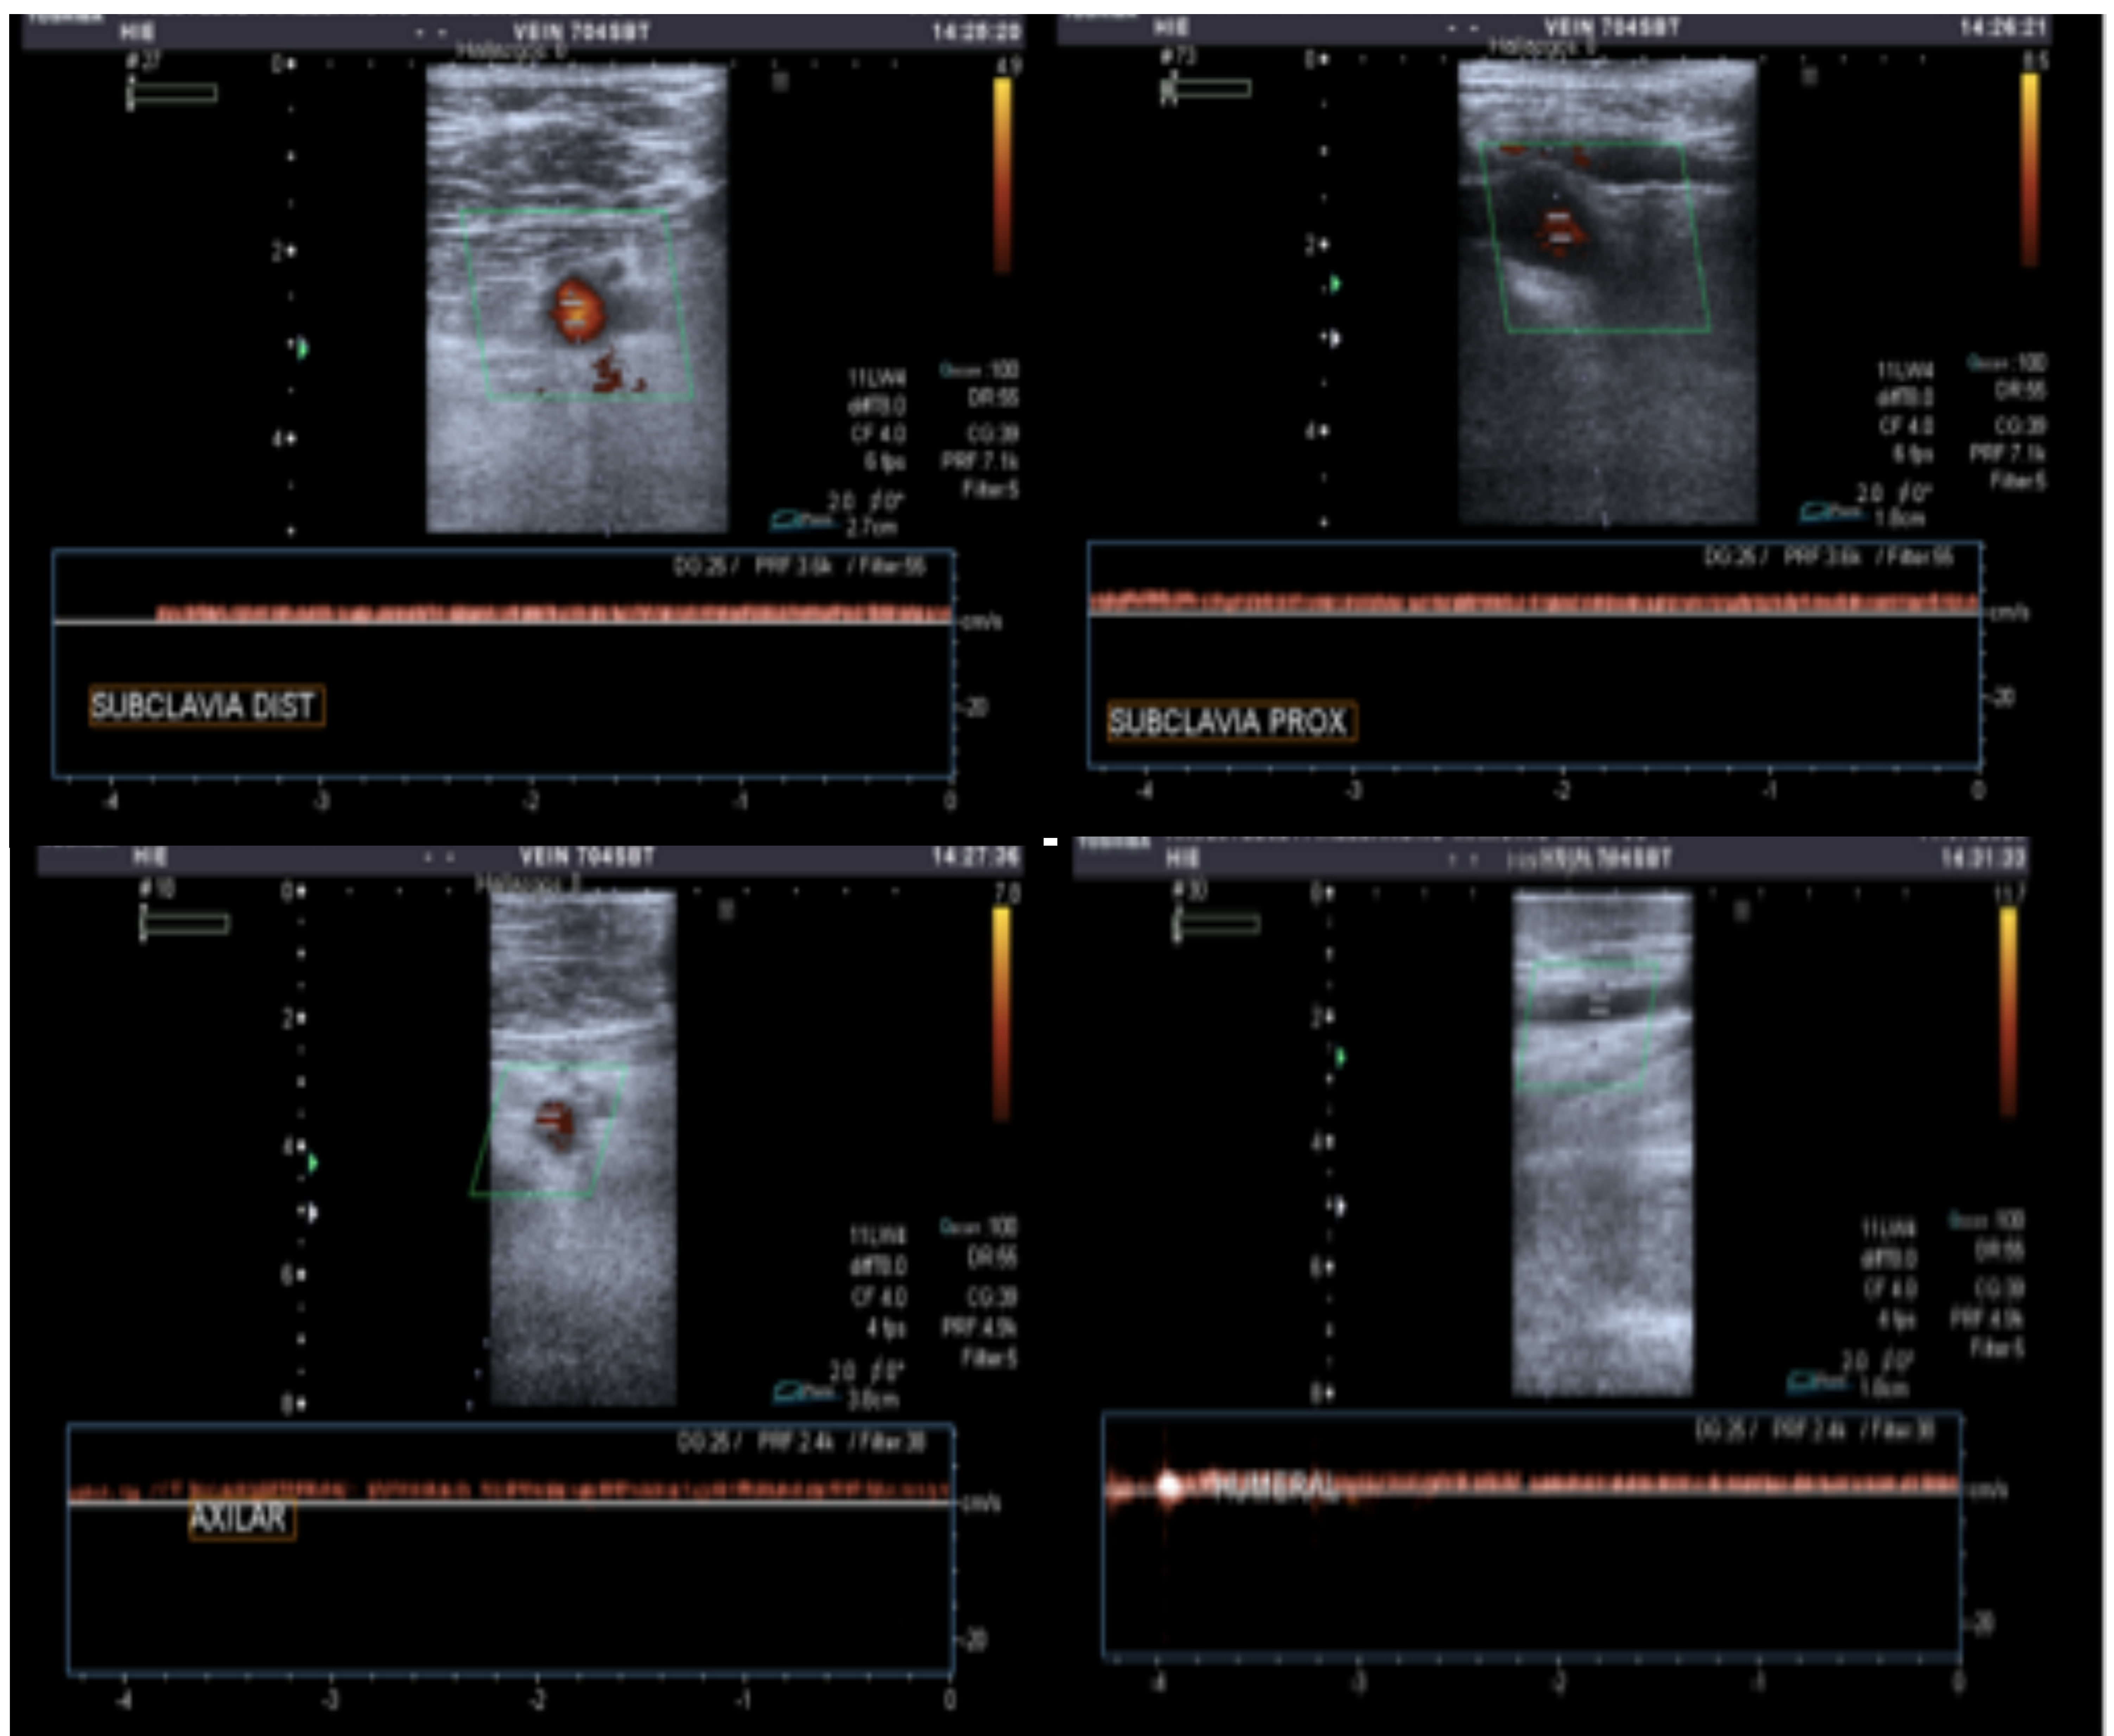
Ecografía Doppler venosa del miembro superior izquierdo en una mujer de 36 años con antecedentes de TVP en dicha extremidad (a nivel de las venas subclavia, axilar y humeral), que acude nuevamente por presentar edema de 48 horas de evolución y miembro empastado y aumentado de tamaño con respecto al contralateral. Los vasos explorados son permeables y de calibre normal-disminuido, si bien se aprecia con el modo espectral que el flujo de las venas mencionadas muestra un patrón monofásico de baja velocidad, atribuible a cambios postrombóticos crónicos.
